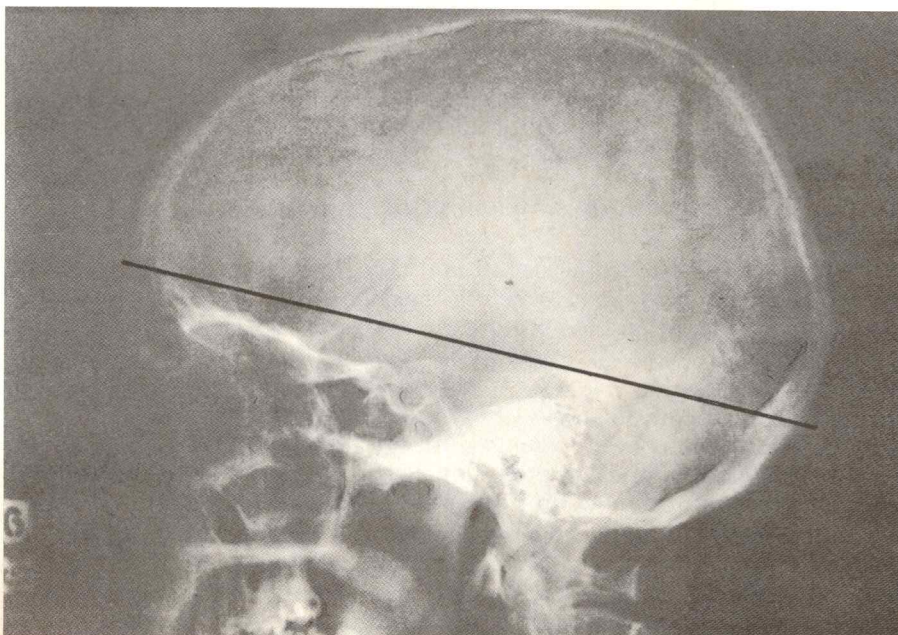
B. Radiografía de perfil del cráneo en la que se observa el plano oblicuo.
